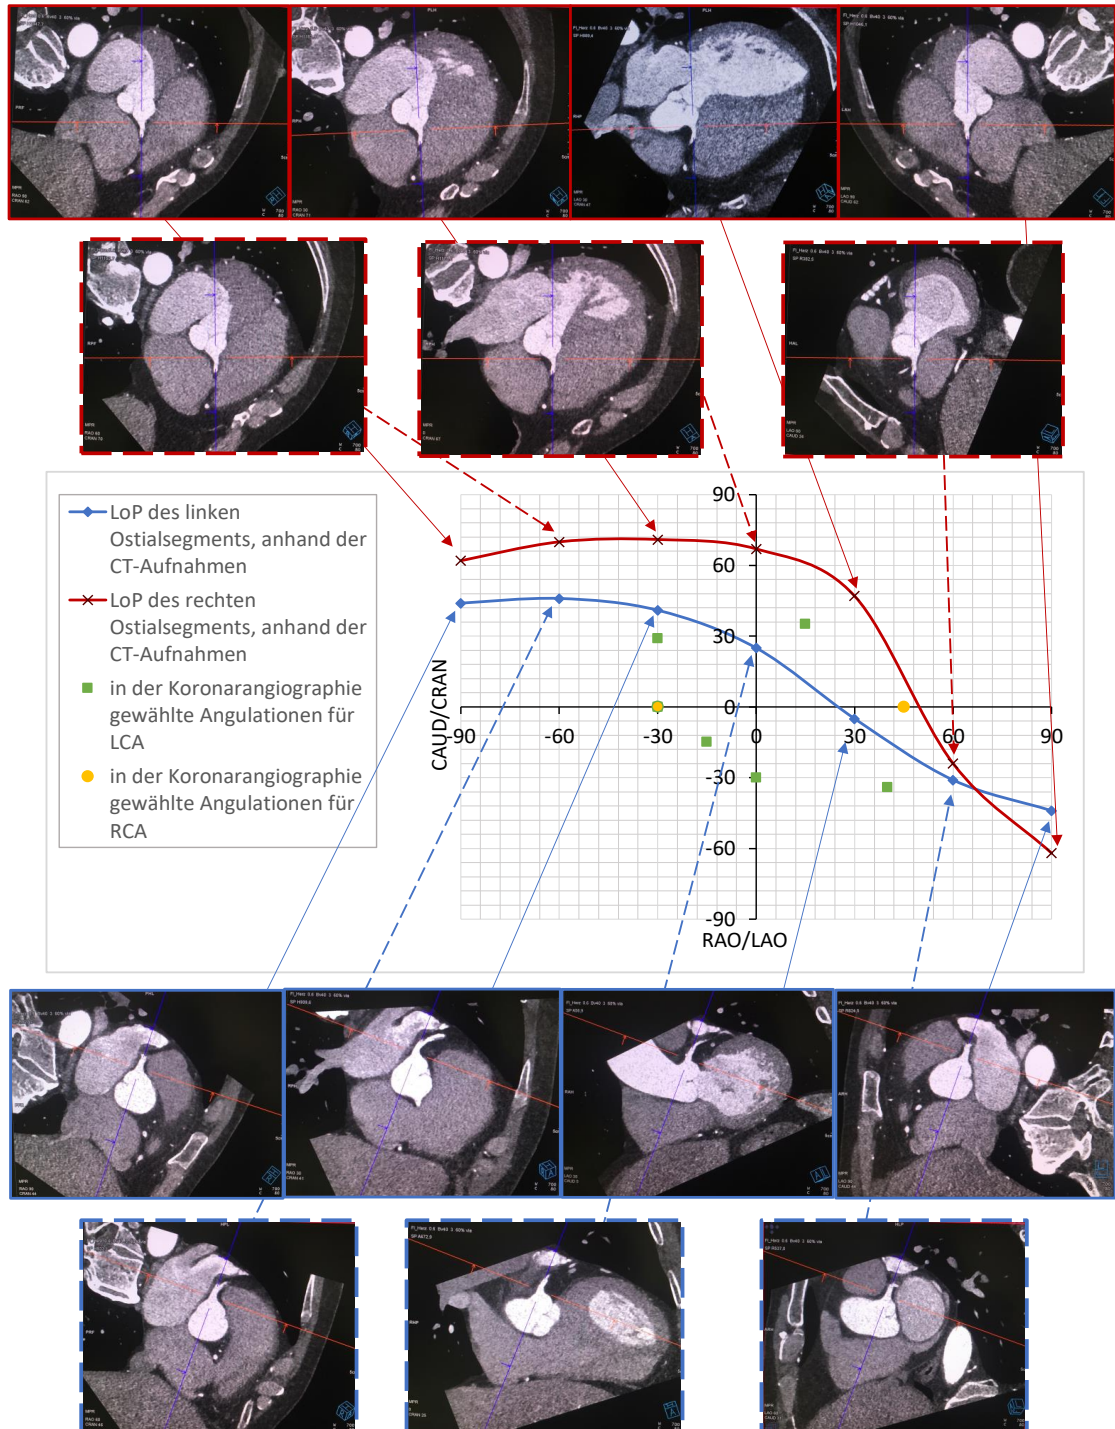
Im Koordinatensystem dargestellte LoPs der ostialen Segmente der RCA und LCA von RAO 90° bis LAO 90° mit entsprechenden CT-Schnitten.
